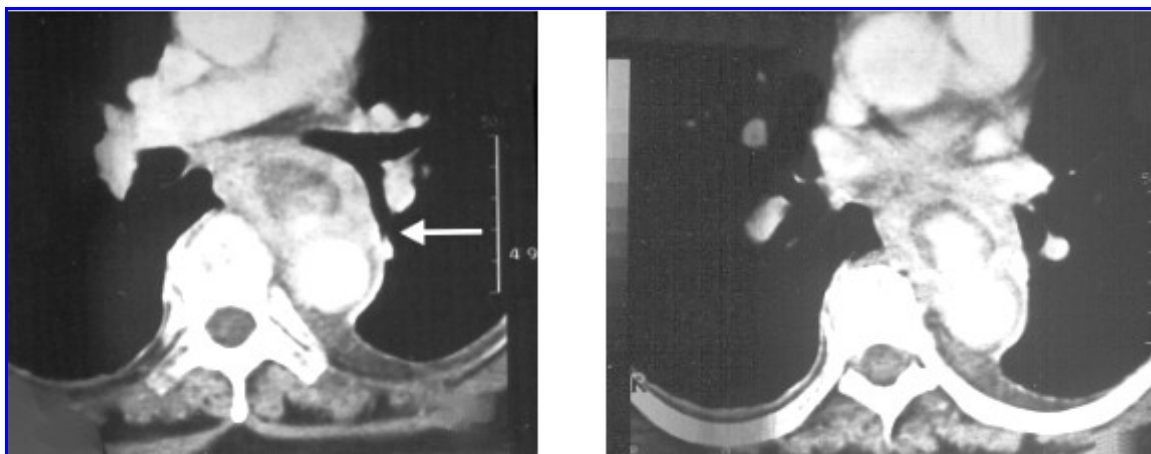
Tomografía axial computada de tórax. Fístula esófago-aórtica producida por la ingesta de una espina de pescado. Se observa la tinción del esófago luego de la administración intravascular de contraste, en la fase arterial.
